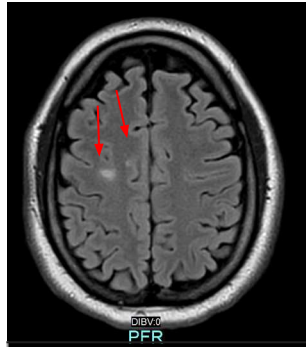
Lesiones hiperintensas en T2 FLAIR
